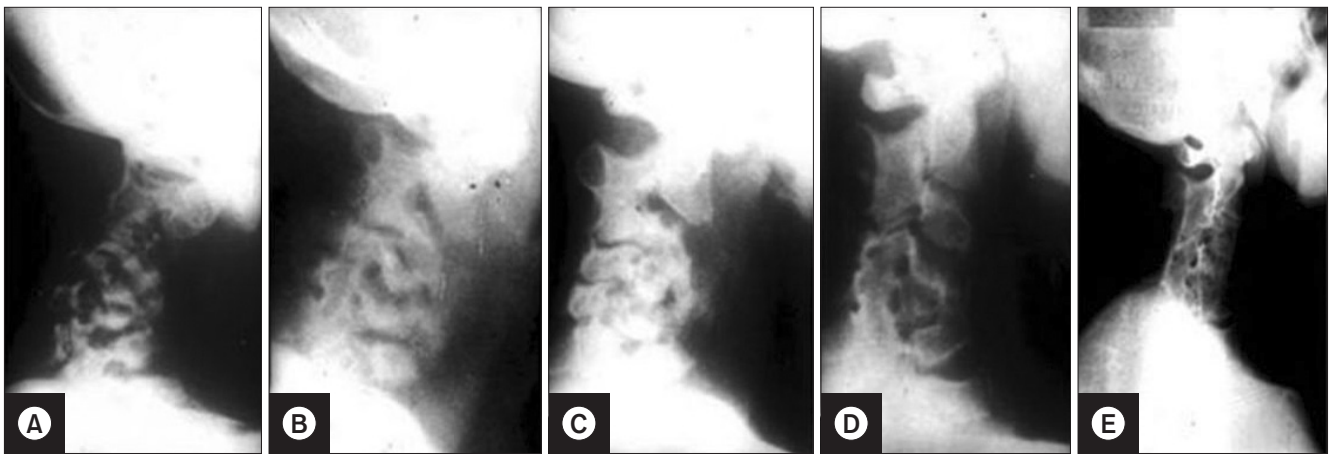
Tuberculosis of C3-6 in a 5-year-old boy. (A) Initial lateral radiograph showing narrowed disc spaces of C3-4, C4-5, and C5-6 with round cervical kyphosis and huge prevertebral soft tissue shadow. Initially, cervical traction was applied in bed for 3 weeks under the cover of triple chemotherapy which was followed by a Minerva cast for 5 weeks. Radiograms taken at postchemotherapy, 18 months (B), and 36 months (C) are shown in which gradual spontaneous correction of kyphosis and visible undestroyed affected the discs and reformation of the diseased vertebral bodies. Radiograms, taken at 4 and 20 years (D, E) after initial chemotherapy, showed the fused C2-6 block vertebra circumferentially with good spontaneous correction of kyphosis.
